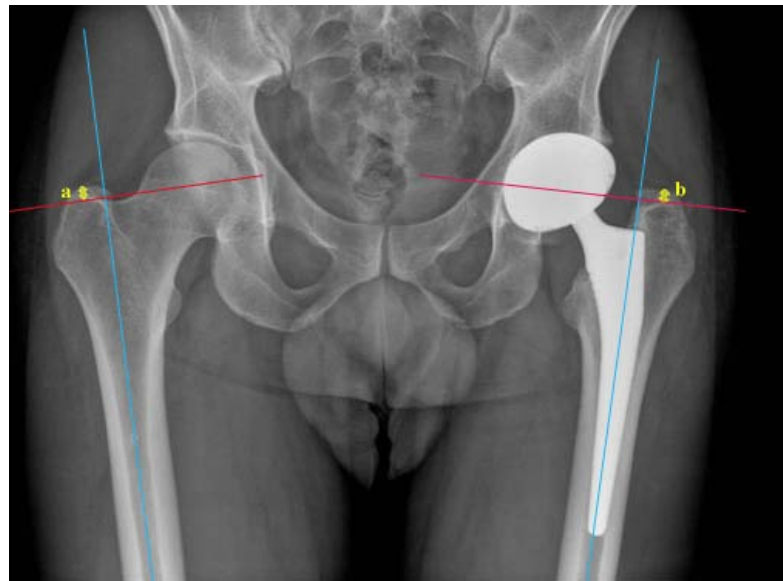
Radiographie postopératoire: Enfoncement de la tige ($a=b$)
